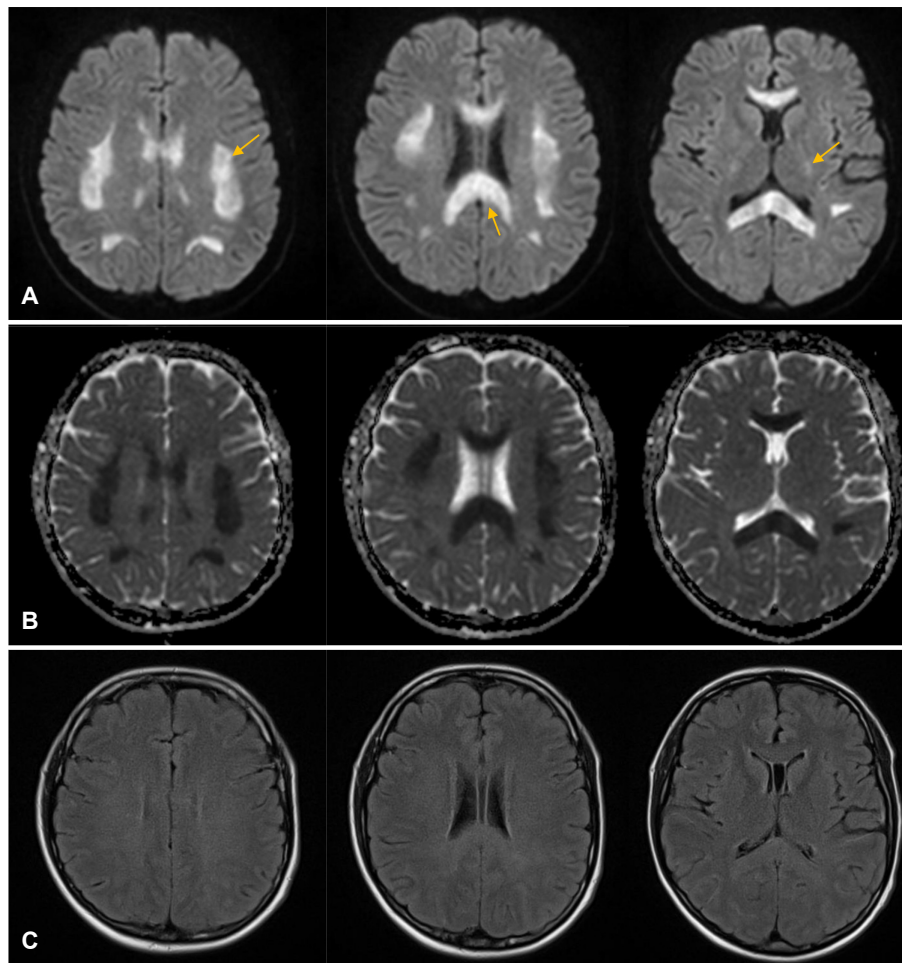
Initial Brain magnetic resonance imaging. (A) Multiple bilateral, symmetric high signal intensities on corpus callosum, white matters and corticospinal tracts (yellow arrows) were shown in diffusion weighted images. (B) Low signal intensities were shown on the same areas in apparent diffusion coefficient images, which are consistent with cytotoxic edema and suggestive of acute toxic leukoencephalopathy. (C) Fluid-attenuated inversion recovery images showed subtle high signal intensity on splenium.
